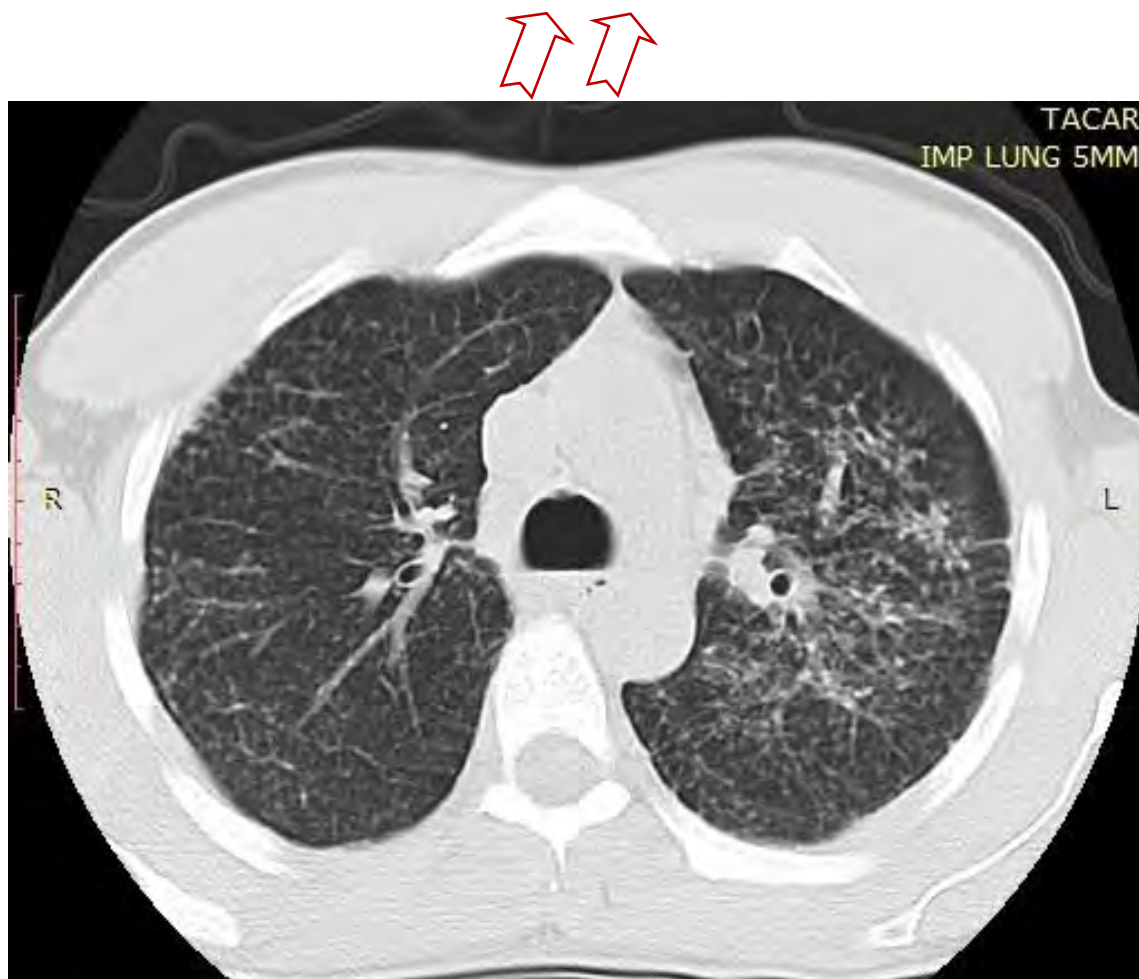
Caso 2. Corte axial con ventana pulmonar de TAC torácica
